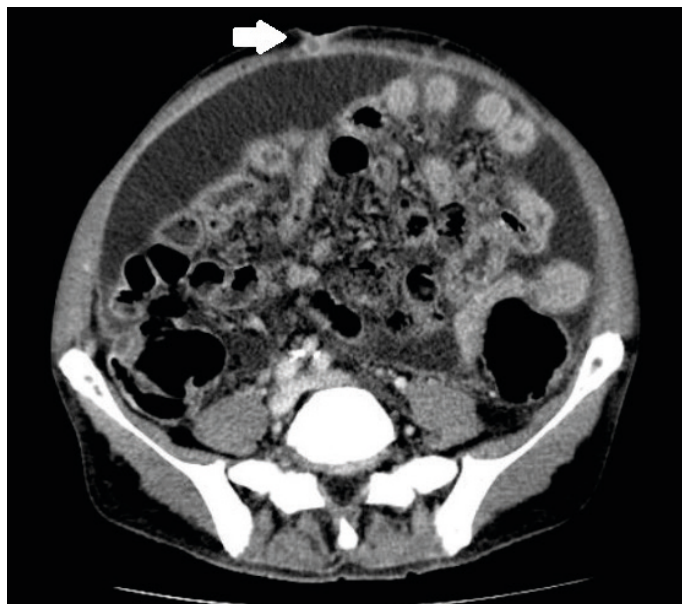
Tomografia computadorizada abdominal demonstrando nódulo umbilical (seta branca).
